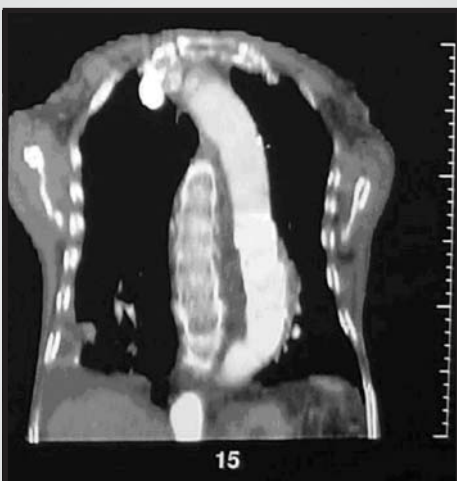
Tomografia de tórax de controle após implante do stent de aorta.
